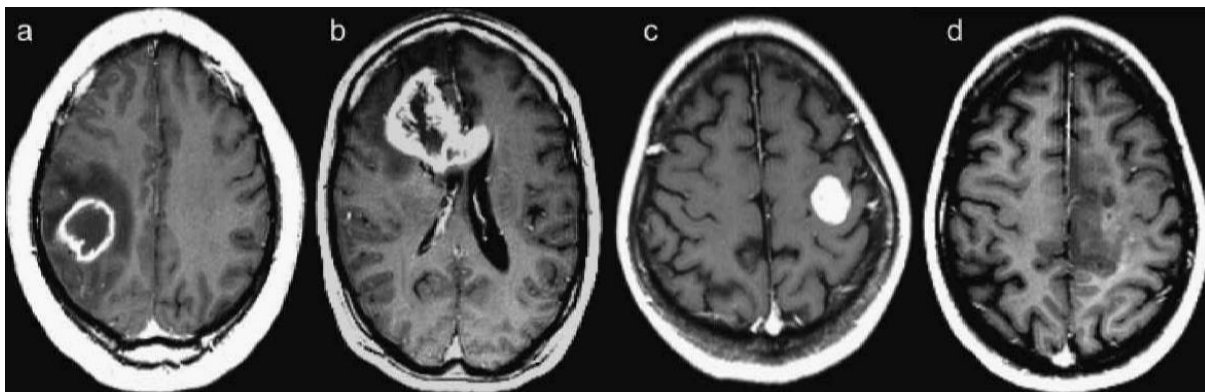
RM contrastada (T1), corte axial. Quatro pacientes com GBM que ilustram a heterogeneidade anatômica da lesão: (a) massa com borda extensa localizada no lóbulo parietal direito, apresentando necrose central envolvida por edema (branco); (b) massa irregular acentuada que atravessa o corpo caloso; (c) massa homogênea acentuada, bem delimitada no lóbulo frontal esquerdo sem edema associado; (d) massa infiltrativa e mal definida, sem necrose notável, na região medial do lóbulo frontal esquerdo. (Adaptado de Nelson e Cha, 2003).
